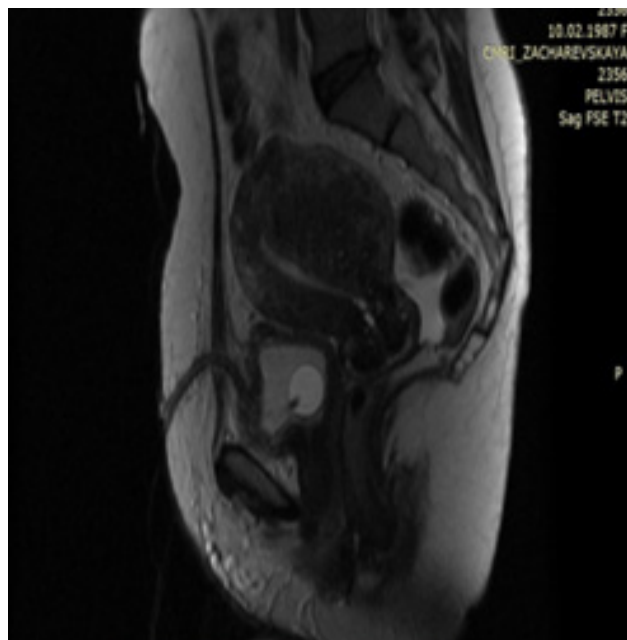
МРТ органов малого таза
